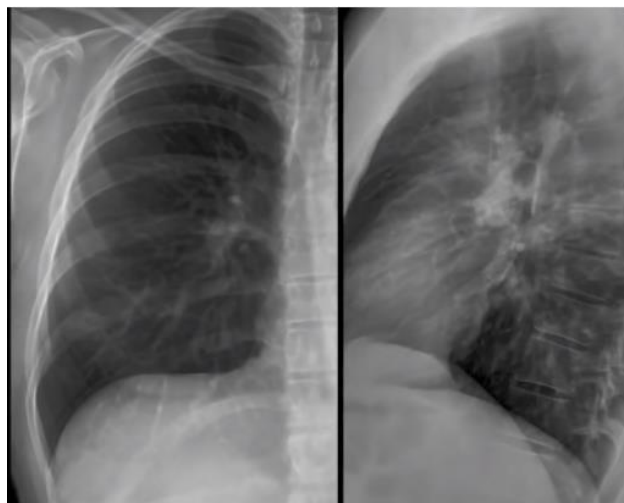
Radiografía lateral de tórax parénquima pulmonar (2015)
